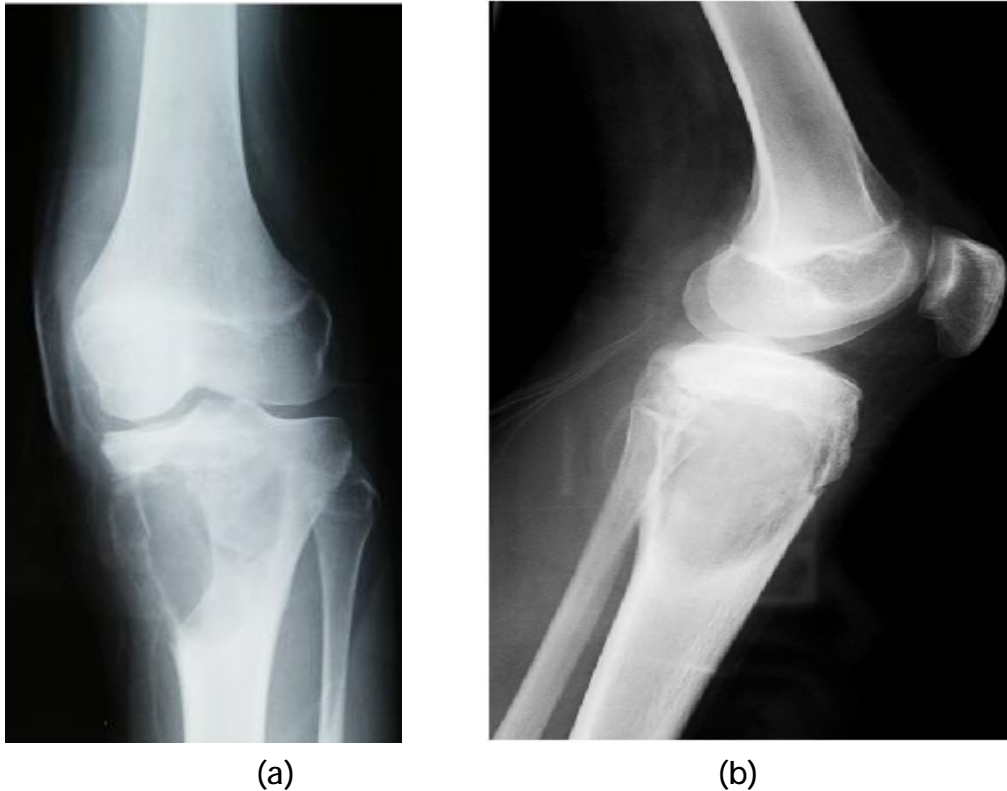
radiographie standard ; face (a) et profil (b) ; d'un KOA du Tibia proximal montrant une image ostéolytique ; excentrée de la métaphyse, avec amincissement de la corticale, qui est rompue par endroit
